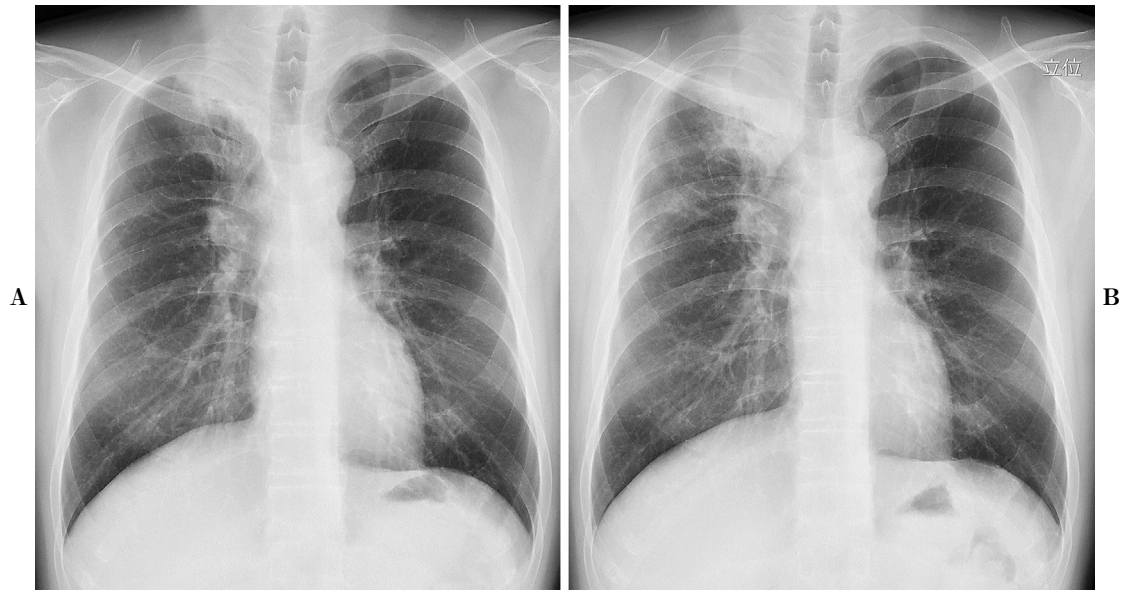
Chest X-ray. A: Before administration of pembrolizumab. B: Eight days after the first administration of pembrolizumab.
